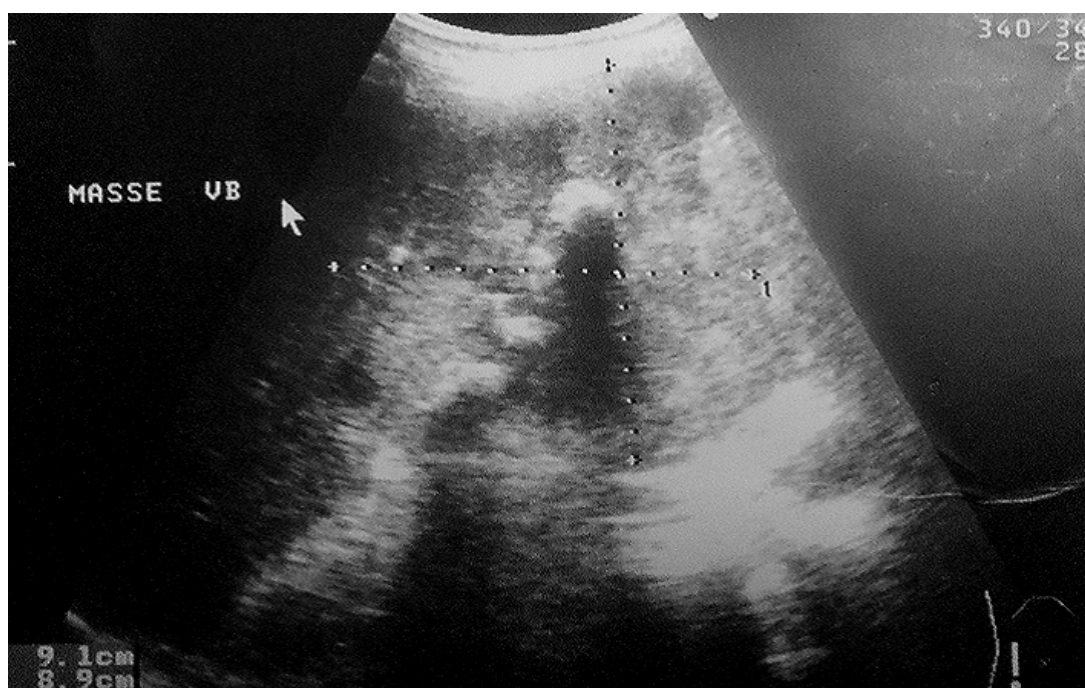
Coupe échographique montrant une masse tumorale prenant toute la vésicule biliaire, hypoéchogène hétérogène, mal limitée de 9cmx 8 cm de diamètre, contenant des calculs [89].
